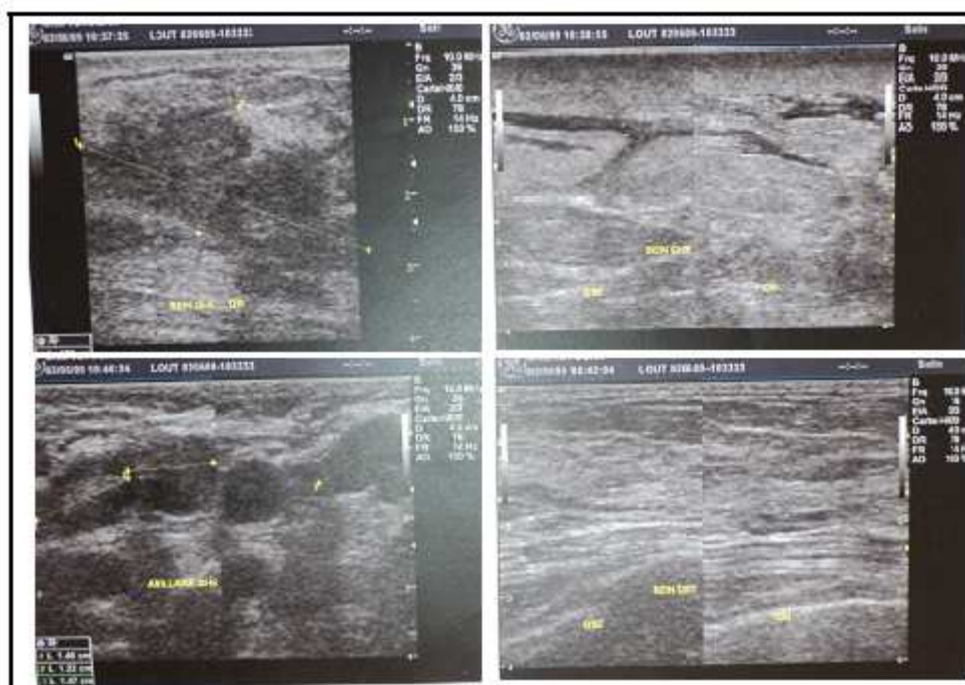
échographie mammaire montrant une masse du QSI du sein gauche de 42/18 mm avec infiltration liquidiens périlésionnelle et adénopathie axillaire gauche.
